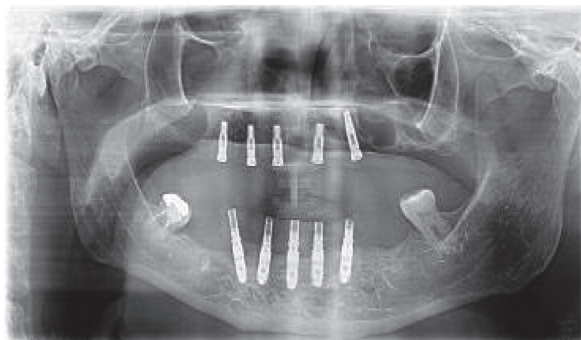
Radiografia para análise dos implantes superiores e avaliação da captura inferior da prótese provisória.
